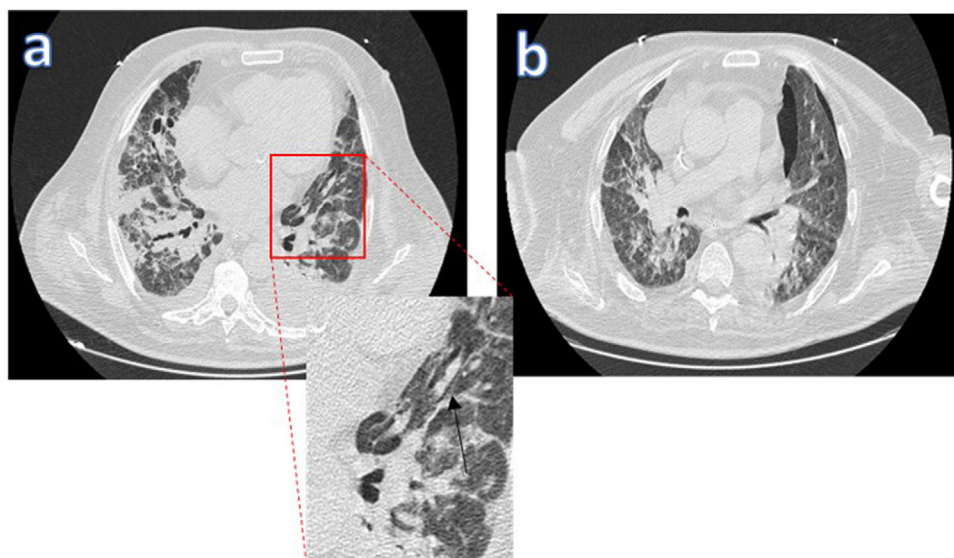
Efecto Macklin en paciente COVID-19 con SDRA en VMI. La ventana pulmonar de la TC torácica (a) muestra una colección lineal de aire contigua a la vaina broncovascular del lóbulo superior izquierdo (la flecha negra indica el efecto Macklin). b) Aparición de neumotórax días después.
